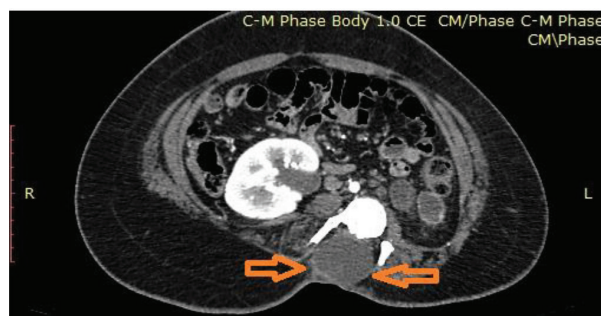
Дівчинка 15 років. Аксиальний скан КТ у пізній артеріальній фазі. Менінгоцеле. Дуральний мішок (коричневі стрілки) розширений, інтимно прилягає до шкіри і підшкірно-жирової клітковини в попереково-крижовій ділянці. За документом – оперативна корекція у 2003 році. Гідронефротична трансформація лівої нирки. Розширення правої миски зі збереженням концентраційної функції
